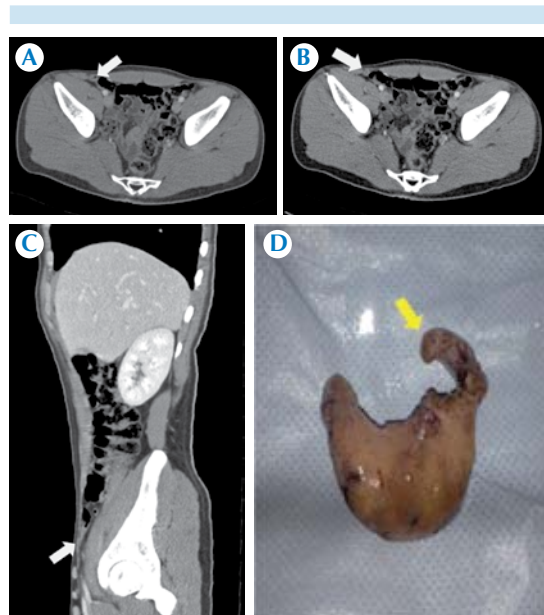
Paciente masculino de 17 años, con síndrome doloroso abdominal agudo. La tomografía abdominopélvica se solicitó para descartar o confirmar la sospecha apendicitis atípica; las imágenes expusieron los cambios apendiculares correspondientes a apendicitis de la punta. En la correlación postoperatoria se identificó hiperplasia linfoidea.
